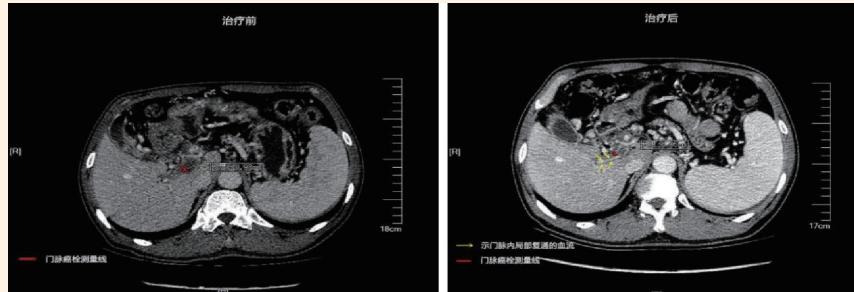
增强 CT 影像(我科就诊的结肠癌肝转移患者 HIFU 治疗后门静脉瘤栓较前缩小, 局部血流复通)
